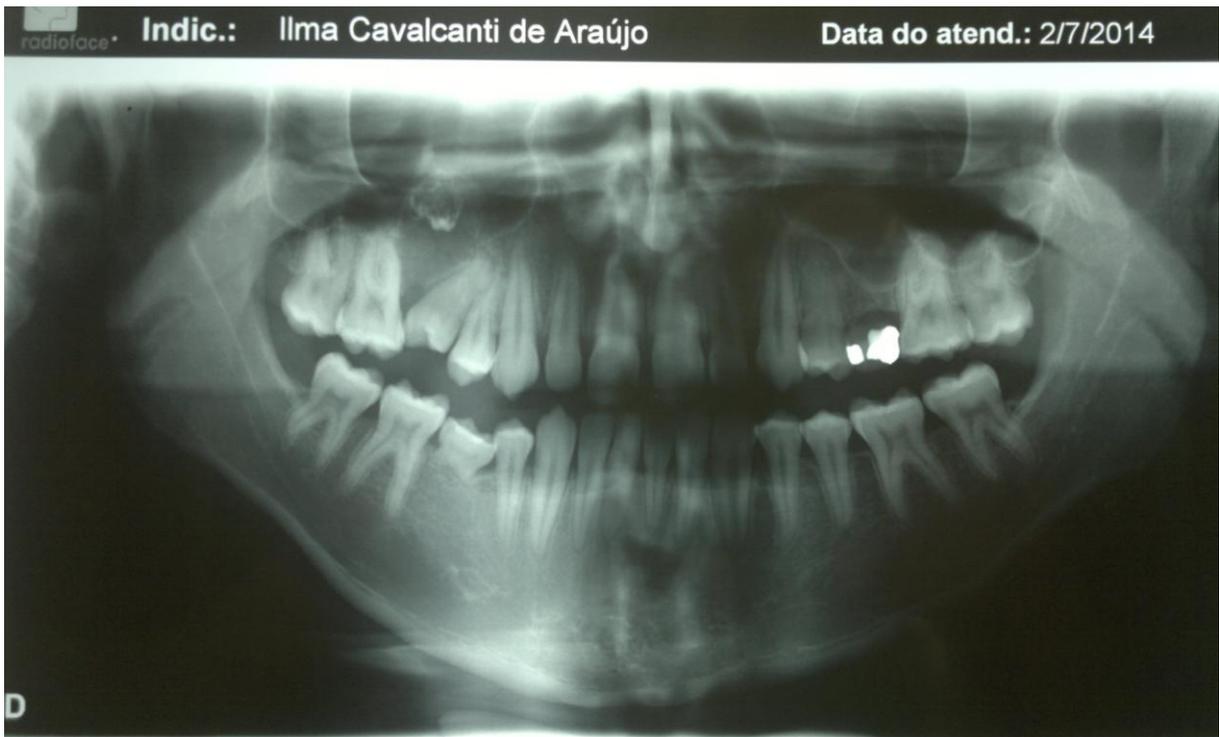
Radiografia panorâmica Inicial
